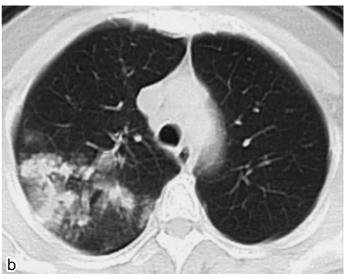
Case 2. A lung field CT image showing patchy and irregular opacity in the right upper lobe. These acute infiltrates indicate bronchopneumonia in S2.
